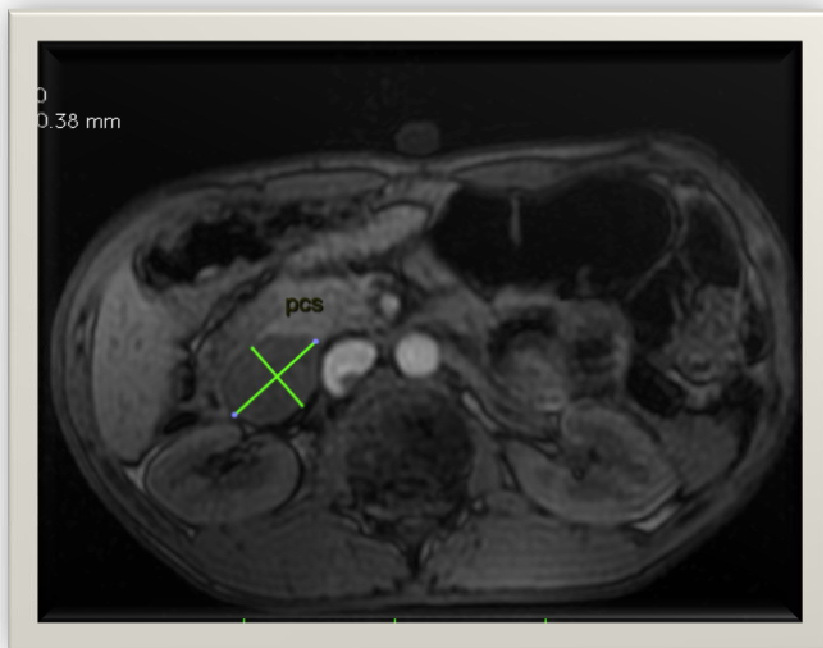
Coupe axiale d'IRM en T1, lésion duodénale inférieure.
